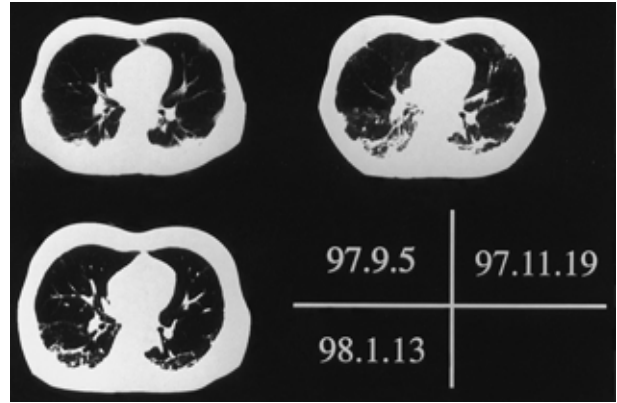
Chest CT films obtained in November 1997, revealing an increase in interstitial shadows. After methotrexate was introduced, chest CT scan obtained in January 1998 showed remarkable remission.
